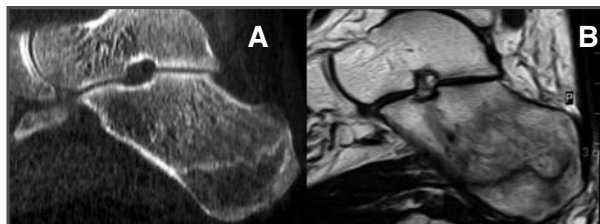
TC del pie izquierdo: línea de esclerosis por fractura trabecular. 2B. RM del pie izquierdo en secuencia STIR-SAG: disminución de la intensidad de la señal que corresponde a la línea de fractura sin afectación cortical y asociando un edema medular importante.
